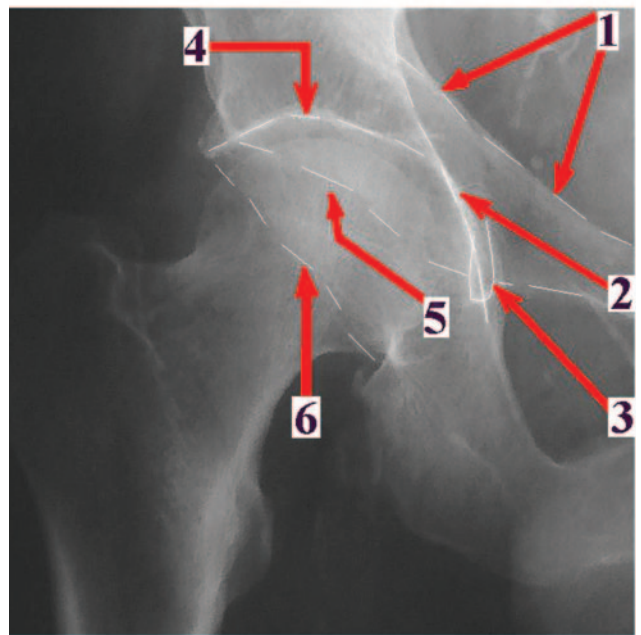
Рентгенологічні орієнтири вертлюжної западини:
